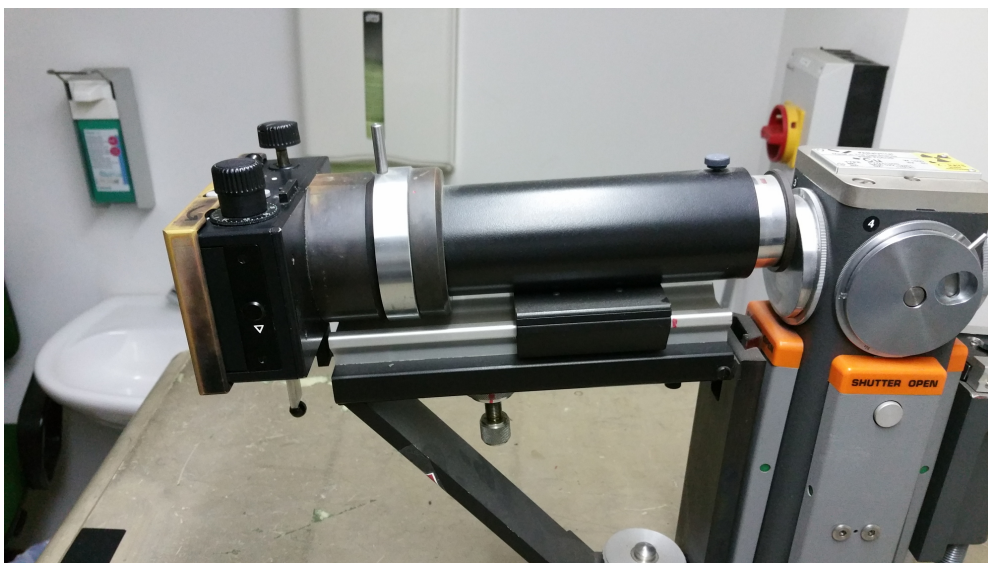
Röntgenröhre mit daran befestigter TMR-Kamera.
